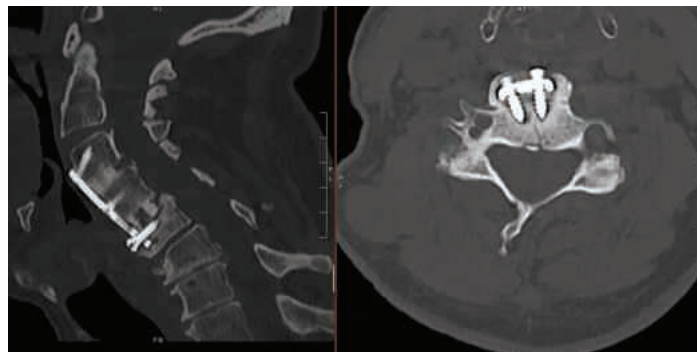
Imágenes de tomografía computarizada sagital y axial donde se observan el desprendimiento de tornillos de la placa en C5, la pseudoartrosis de C4-C5 en contraste con la fusión ósea en C3-C4 y una aureola (aflojamiento) alrededor de los tornillos bilaterales en C5.
